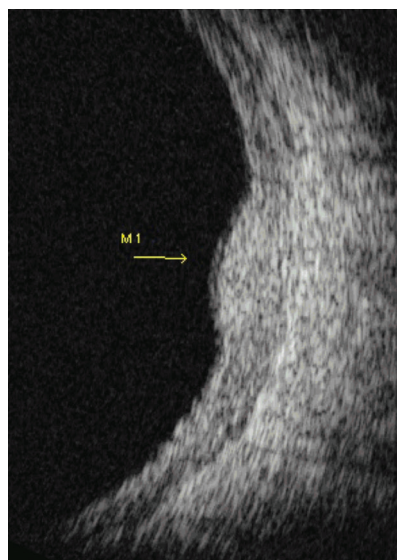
Coupe échographique en mode B d'un hémangiome qui apparaît hyperéchogène sans signe d'excavation choroïdienne.
